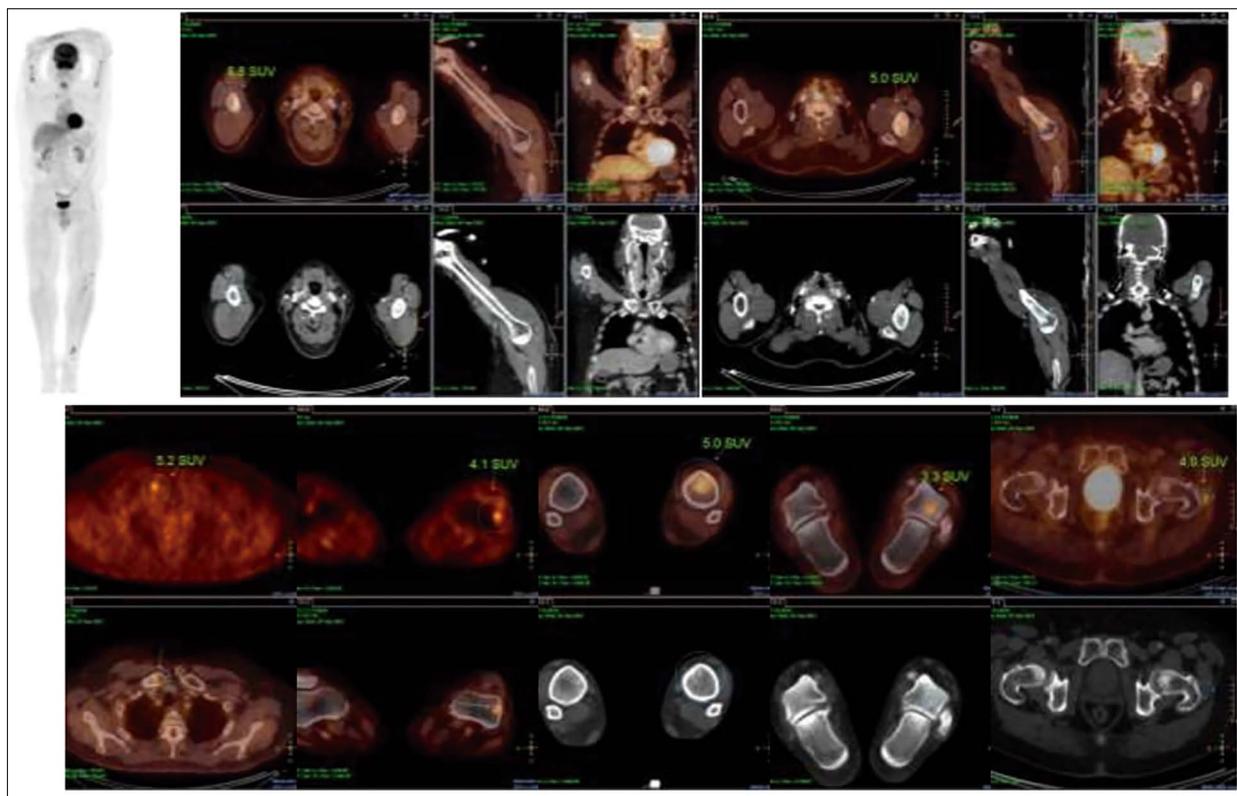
PET-TC que evidencia actividad metabólica.
